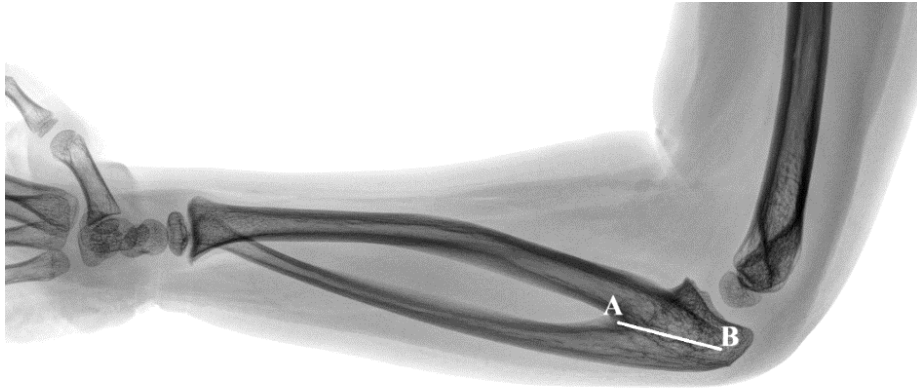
Рентгенограмма костей предплечья пациента 7 лет с ВРУС в переднезадней проекции. Пример измерения протяженности зоны синостоза лучевой и локтевой кости (отрезок АВ).
